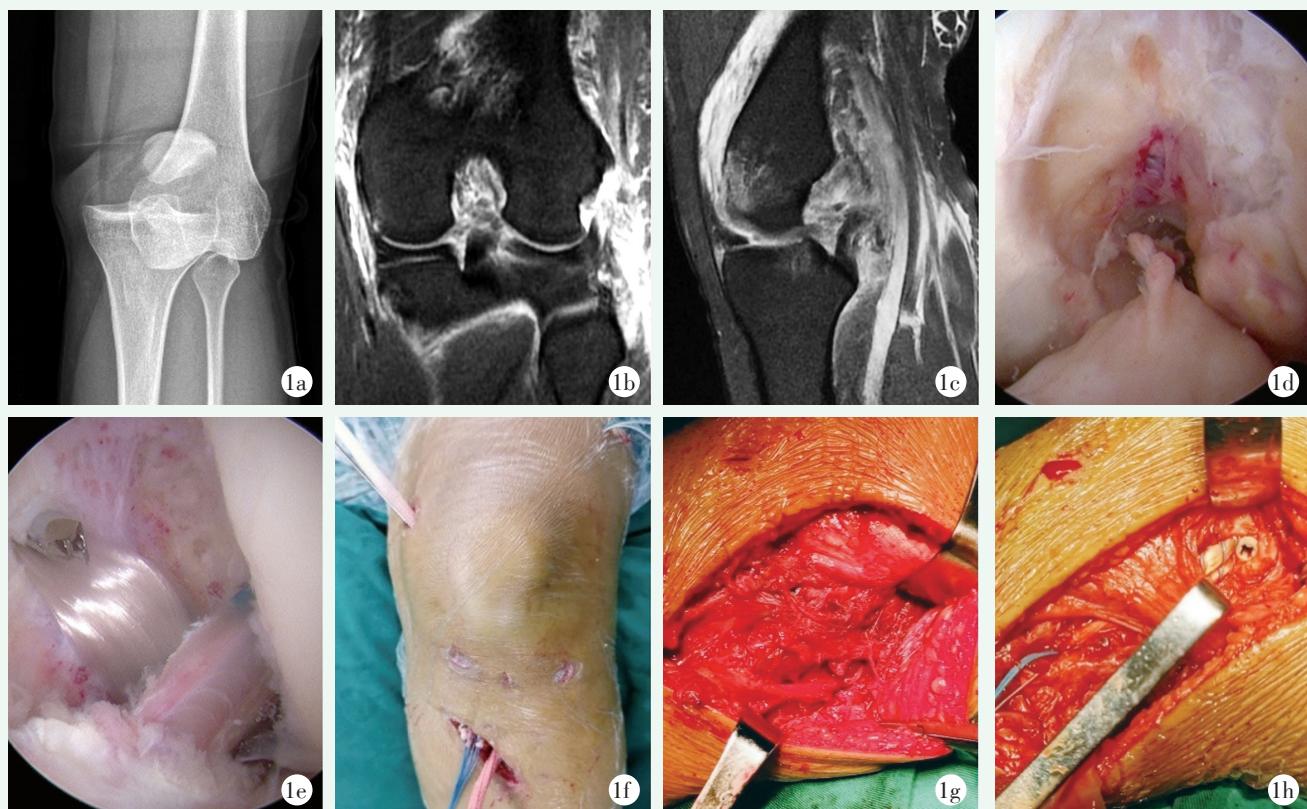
患者女性，42岁，1a：入院时X线片见左膝关节脱位；1b：MRI影像可见LCL断裂；1c：MRI影像可见ACL、PCL断裂；1d：关节镜下可见ACL、PCL断裂；1e，1f：镜下重建ACL、PCL，ACL使用腘绳肌腱重建，PCL使用LARS韧带；1g：切开见LCL中部断裂；1h：腓骨长肌腱重建LCL。
